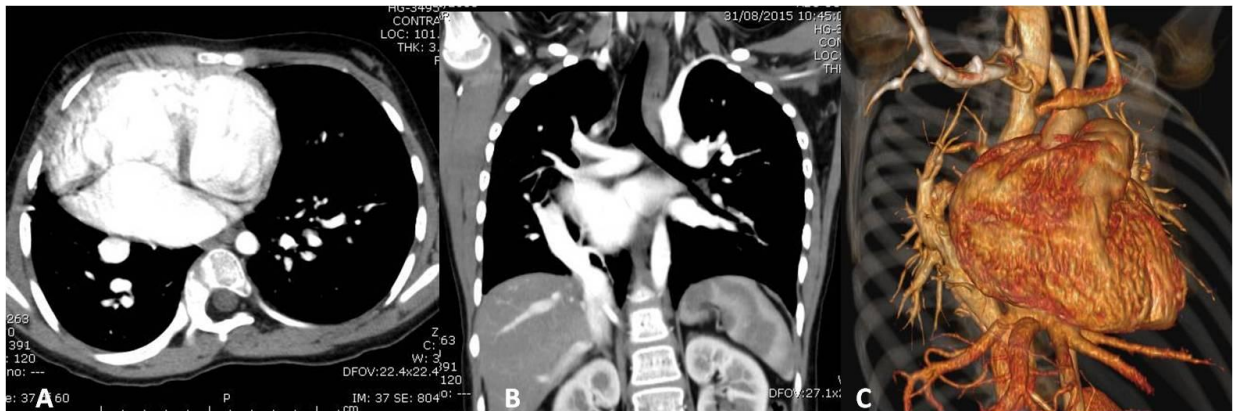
Hipoplasia Pulmonar. Tomografía computarizada con ventana pulmonar, se observa disminución del volumen de pulmón derecho predominantemente de lóbulo superior y medio.
